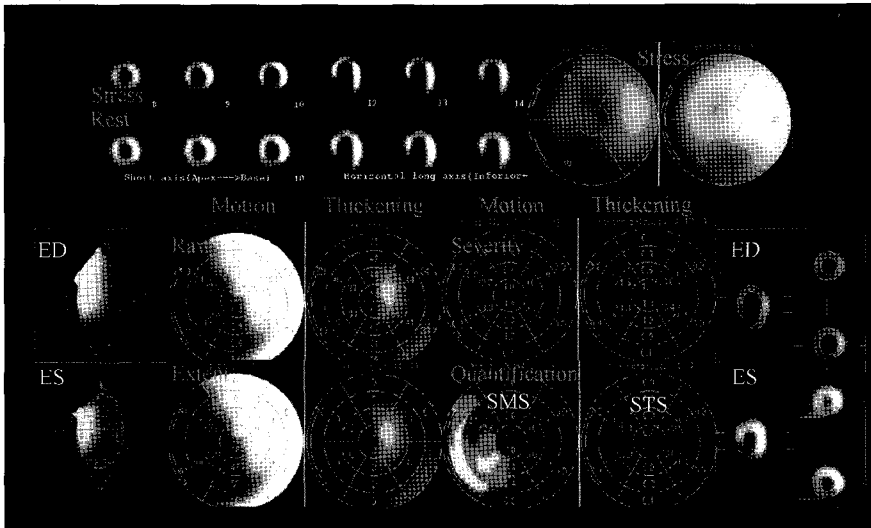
Characteristic pattern on gated myocardial perfusion SPECT in post-CABG patient showing apparent septal hypokinesia with normal septal wall thickening.
